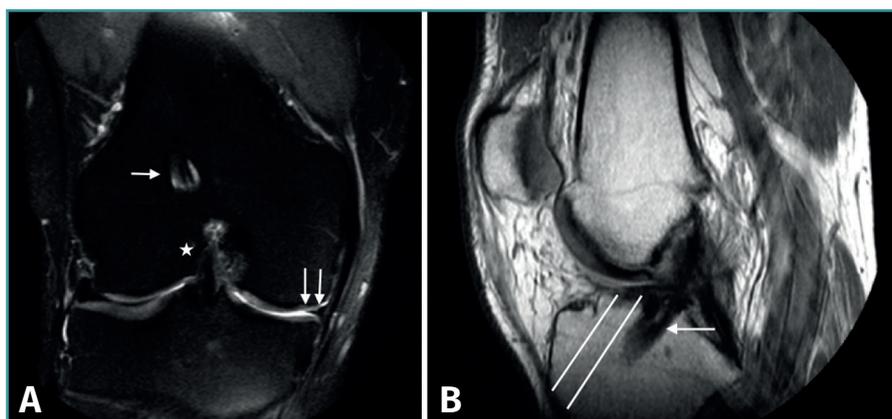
Resonancia magnética de la rodilla derecha. A: imagen coronal en secuencia STIR en la que se aprecian la plastia del ligamento cruzado anterior (LCA; estrella) y el túnel femoral (flecha) verticalizados, con meniscectomía medial amplia (doble flecha); B: imagen sagital en secuencia T1 en la que se aprecia el túnel tibial posterior a la situación anatómica del LCA (flecha). Líneas blancas: representación de la situación ideal del túnel tibial.
